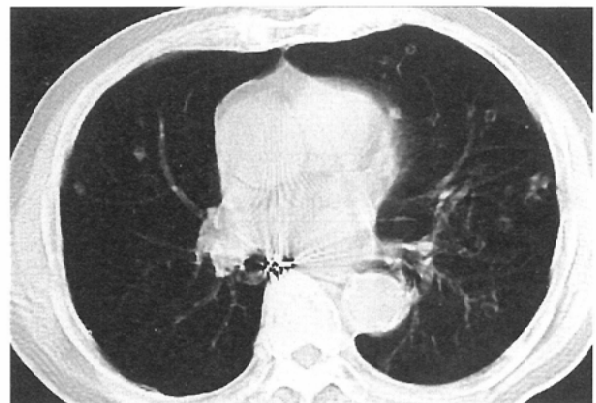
LSCT image of metastatic lung tumor: Small and multiple ring-shaped lesions are seen in both lungs. Most nodules are approximately 5 mm in diameter on CT image. Even these small ring-like lesions are clearly visualized on spiral CT scanning under quiet and ordinary respiration.
